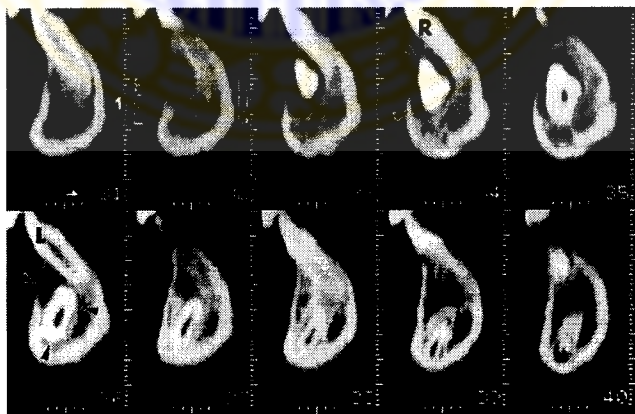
CT panoramik yang terdapat pada gambar 2.22 dapat menampilkan gambaran yang lebih jelas gigi yang tidak erupsi dengan kista dentigerus yang mengelilingi mahkota gigi. Gigi sulung dengan akar yang pendek dan gigi kaninus permanen. Kista terletak di dekat akar gigi sulung tapi tidak menyebabkan resorpsi akar
